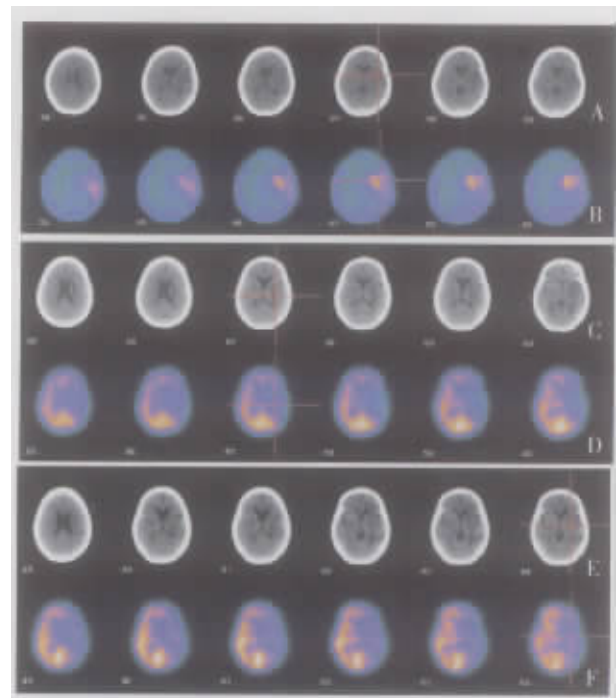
左大脑半球脑梗塞患者⁹⁹Tc^m-HL91 脑显像、⁹⁹Tc^m-ECD 血流灌注和 ¹⁸F-FDG 葡萄糖代谢显像结果
